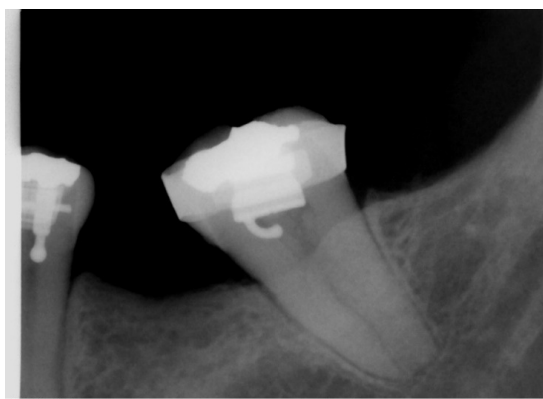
Raio x periapical inicial do dente 37.
